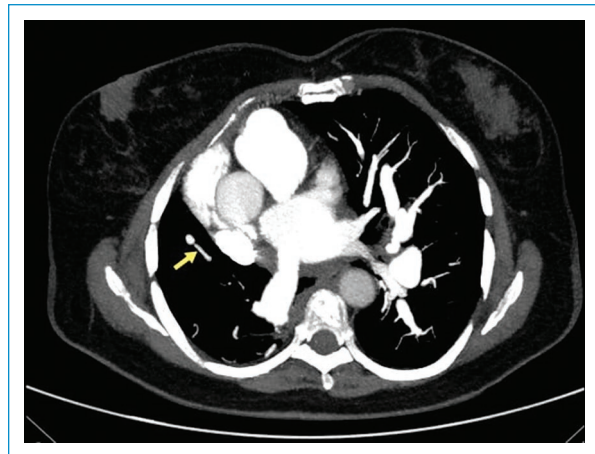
Yellow arrows point to scimitar vein in cross-section in chest CT angiography.
